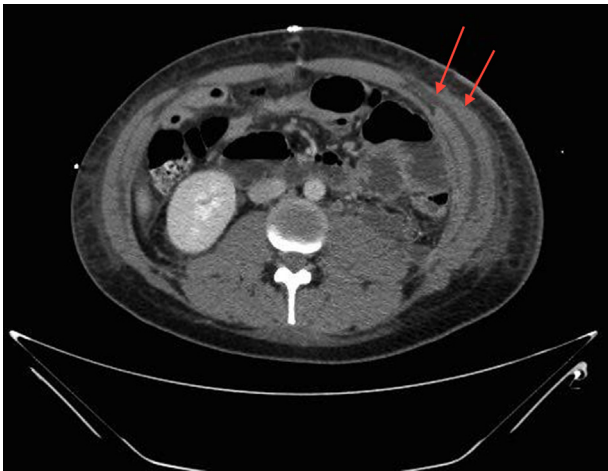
TC abdominal (corte axial). Control radiológico posoperatorio. Se evidencia la reparación competente de la hernia, con prótesis preperitoneal.
